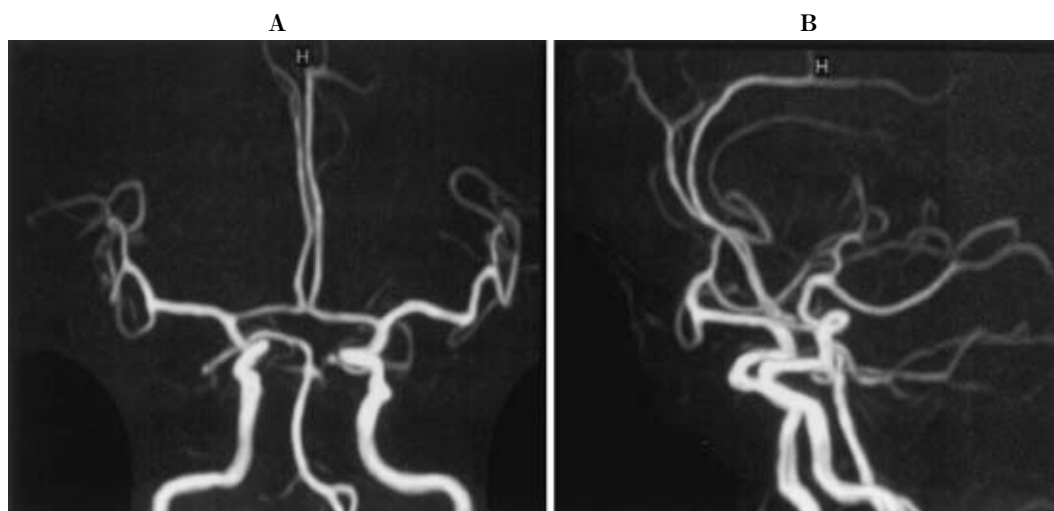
Magnetic resonance angiography taken after hemiparesis attack on June 2005 shows no cerebrovascular abnormality. A: A-P view, B: Lateral view.
